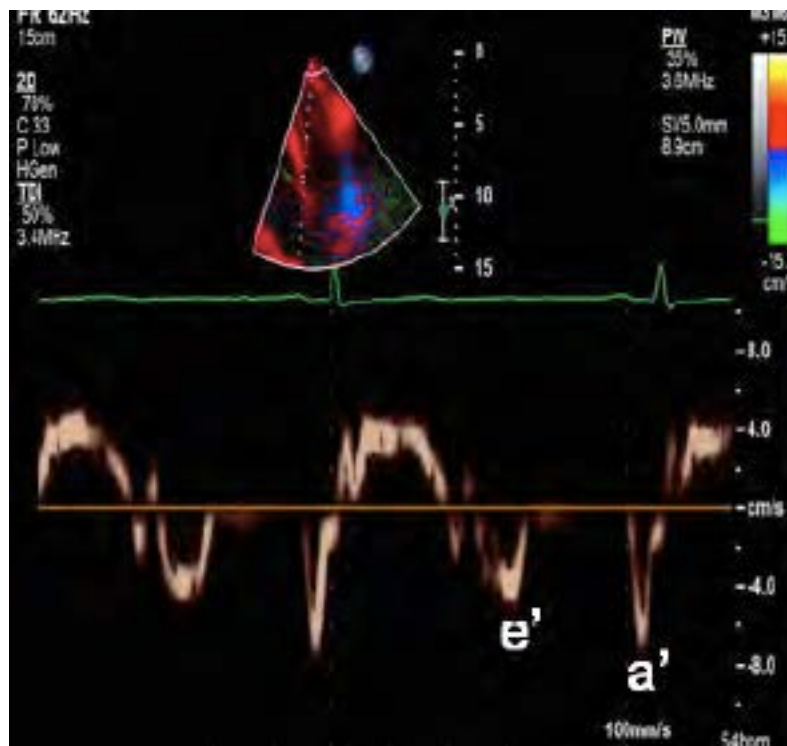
Registro de Doppler Tisular Mitral Septal.
